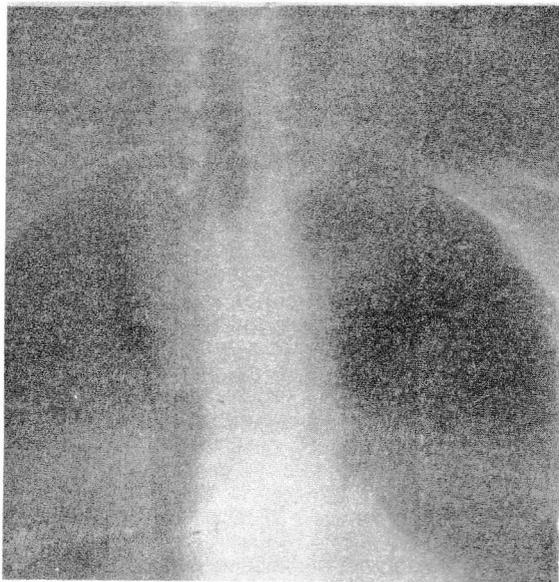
Radiografía de tórax: tumoración paramediastina derecha alta.
